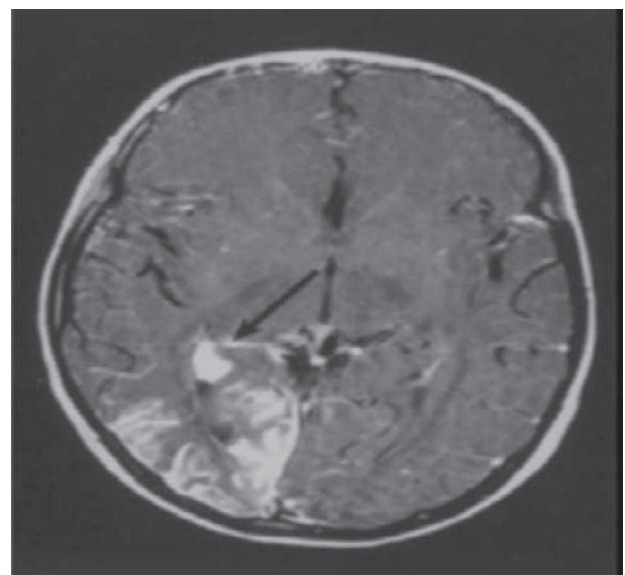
Estudio de IRM en un paciente con síndrome de Sturge-Weber. Nótese la presencia de un angioma leptomeníngeo occipital (flecha).
